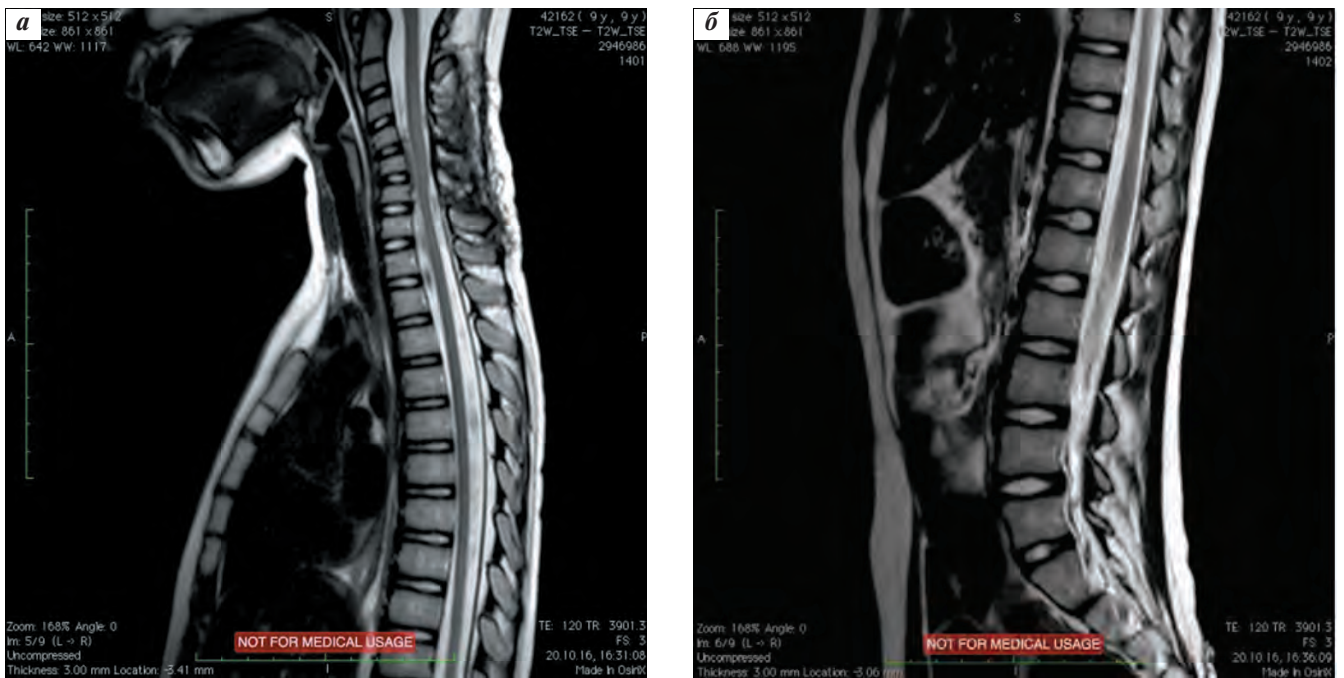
Та же пациентка, магнитно-резонансная томография головного (а) и спинного (б) мозга: в позвоночном канале (экстрамедулярно) на шейном уровне и на уровне корешков конского хвоста — значительное уменьшение объема патологической ткани
